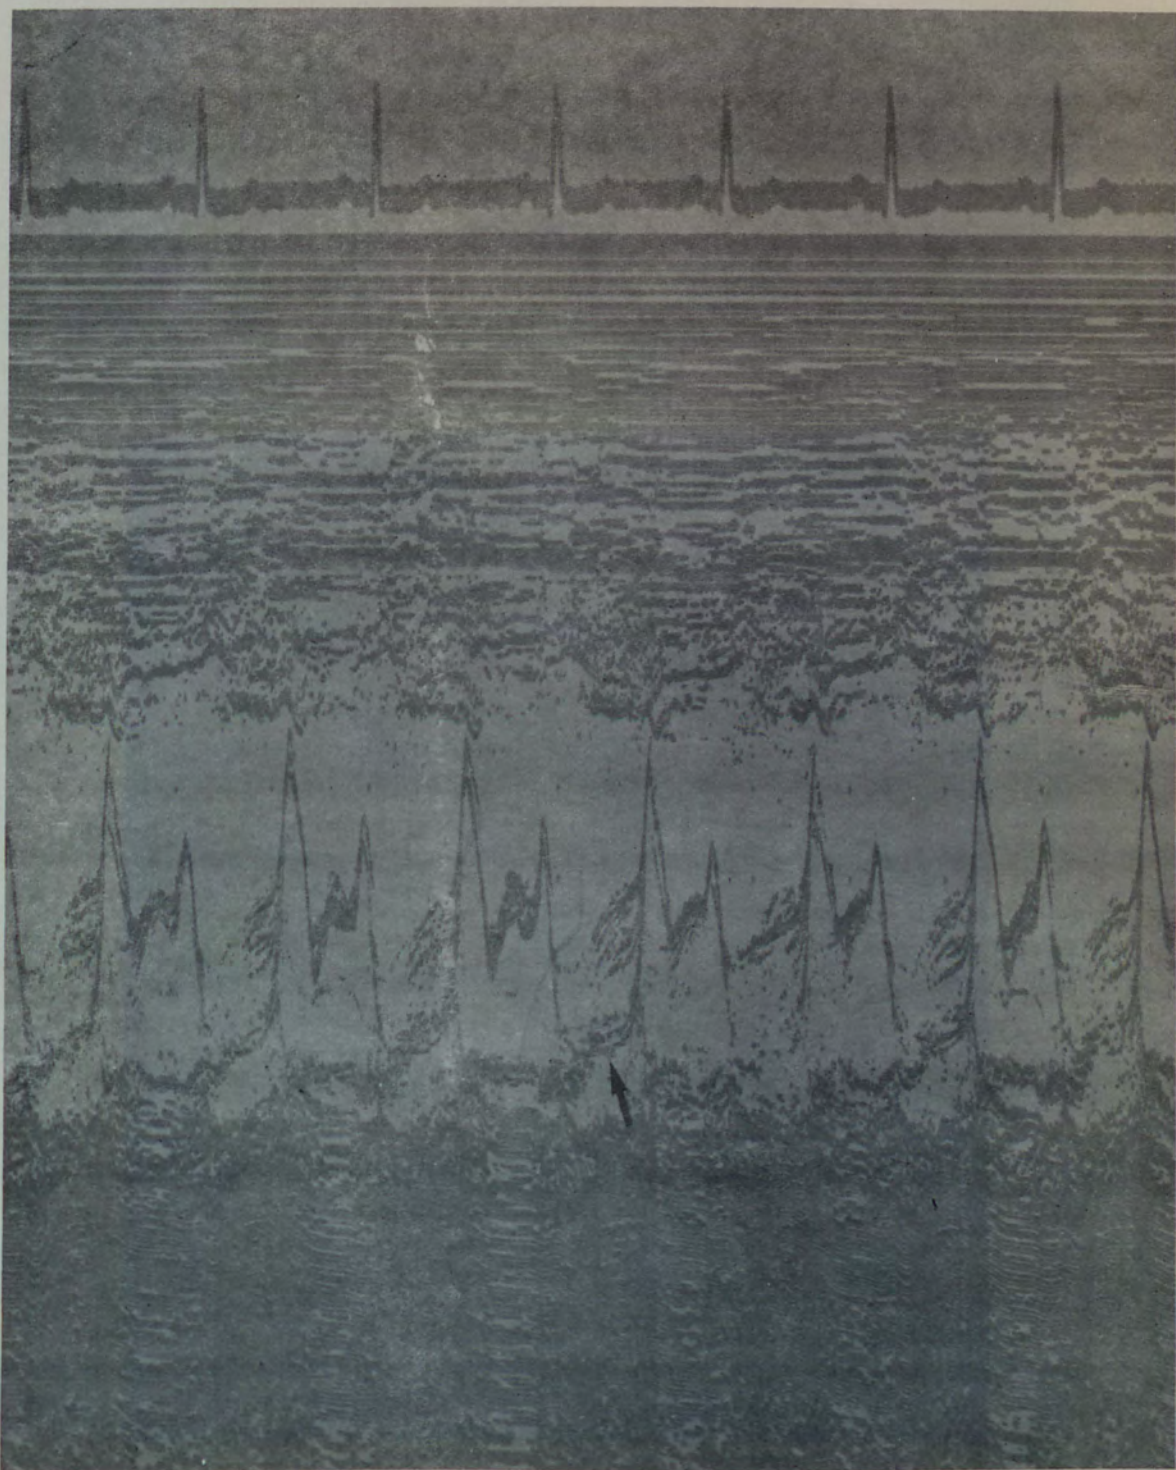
Caso nº 26 (OT). O ecocardiograma comprovou a presença de prolapso da valva mitral nesse paciente, conforme pode-se verificar no traçado acima (seta).
